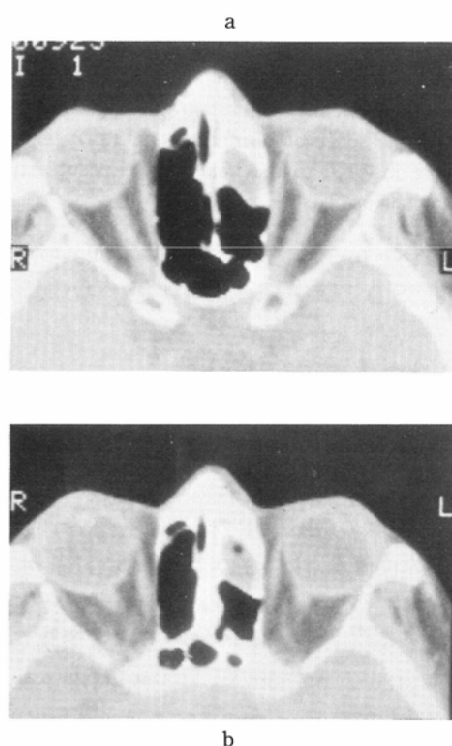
a) CT image scanned by the "OAL". Note well demonstration of the optic nerve over the whole length in the orbit. Sinuosity of the optic nerve is noted as lateral bend.
